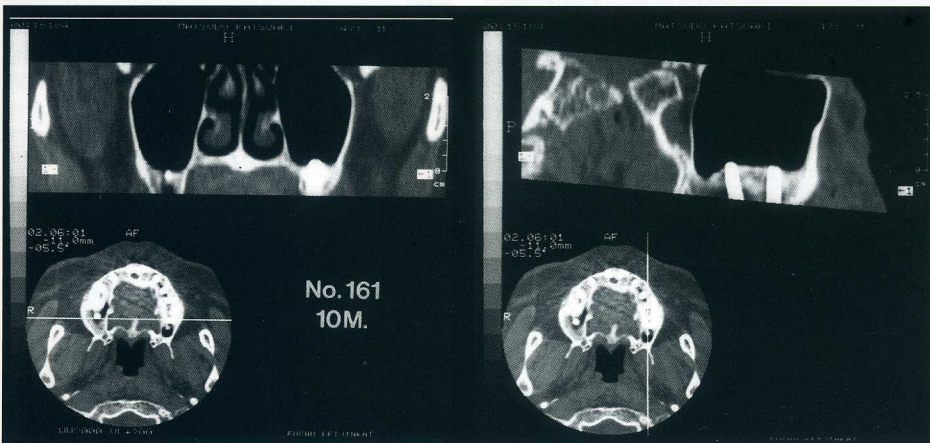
術後10ヶ月、長期後撮影のCT検査では、洞粘膜に異常はみられなかった。
